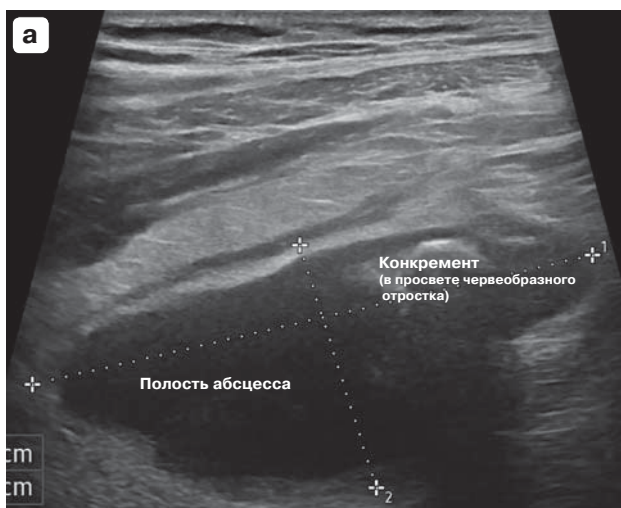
УЗИ живота. а – парааппендикулярный абсцесс; б – состояние после дренирования – уменьшение объема абсцесса.
